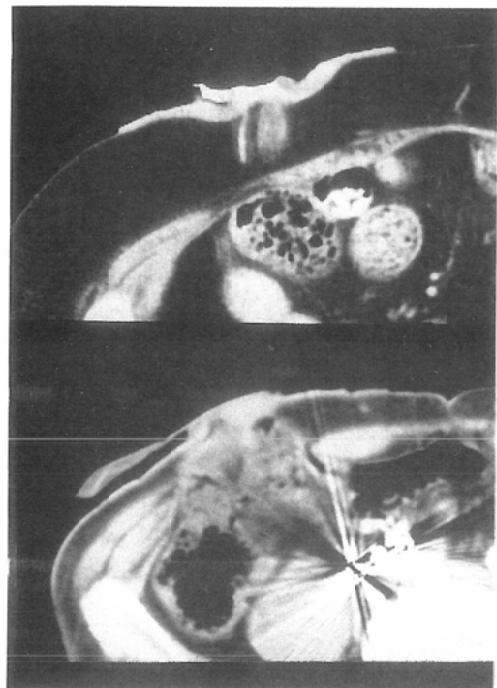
Normal CT images of the cutaneous ureterostomy (above) and ileal conduit (below).
